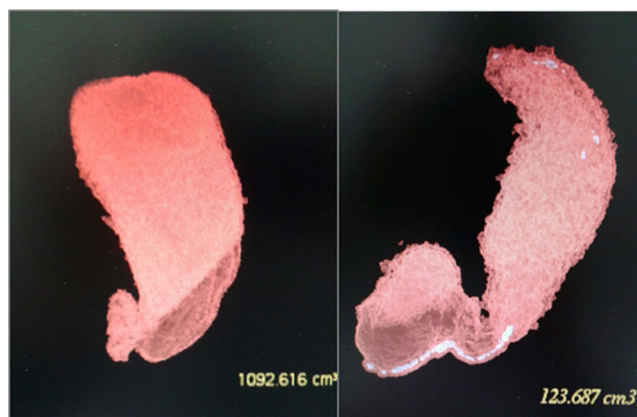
CT scan with gastric volume estimation before and after surgery (expressed in cc)
